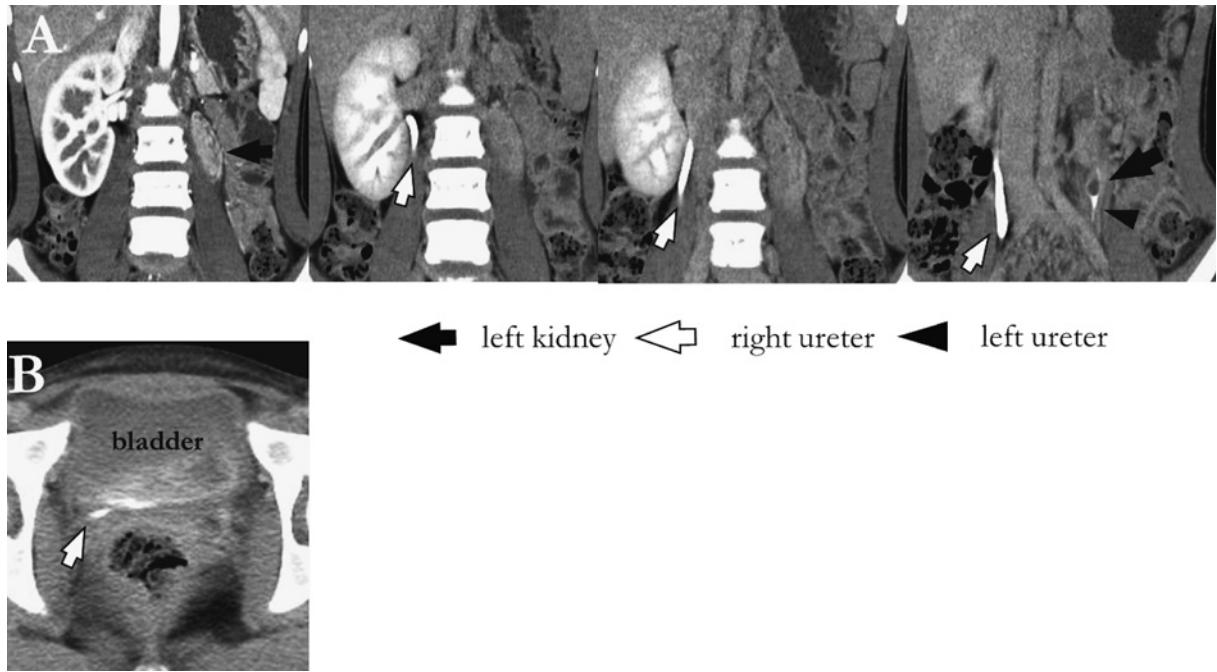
Enhanced computed tomography (CT) scan
